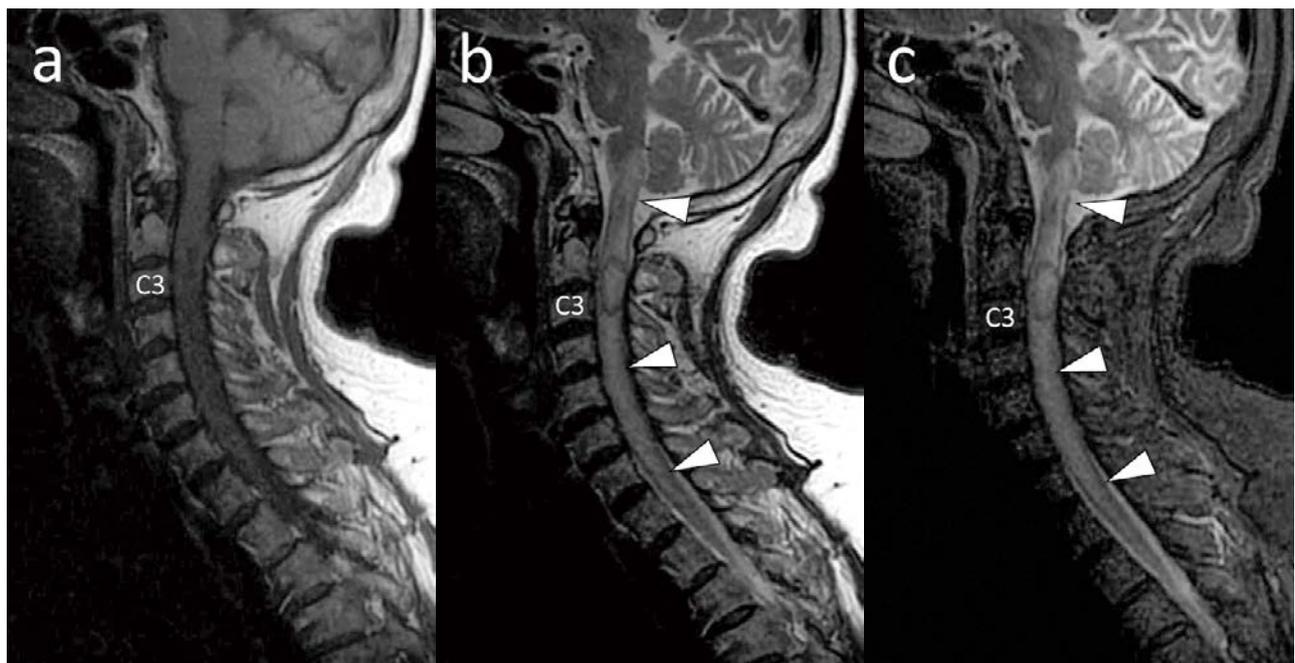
頸椎MRI矢状断像 a : T1強調像 b : T2強調像 c : STIR
